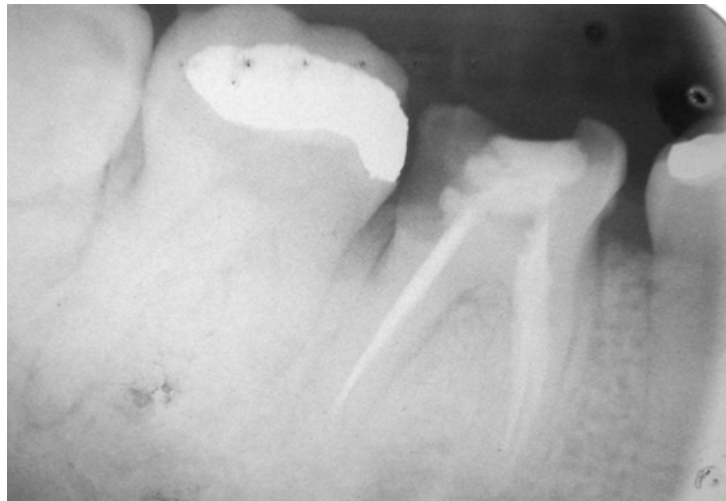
Fotografía de la radiografía dentó alveolar. ¹⁶
